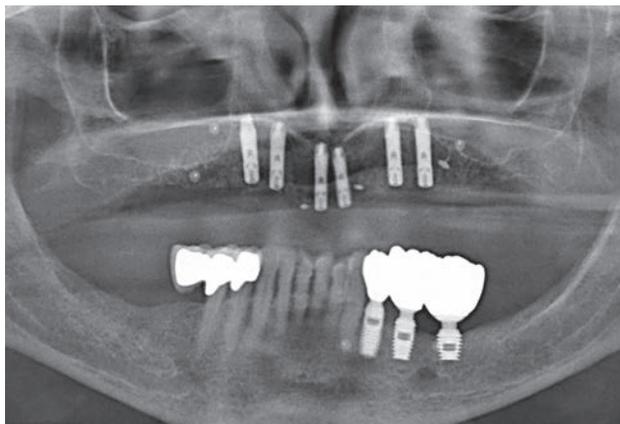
Radiografía de control tras la osteointegración de los seis implantes en el maxilar superior.
